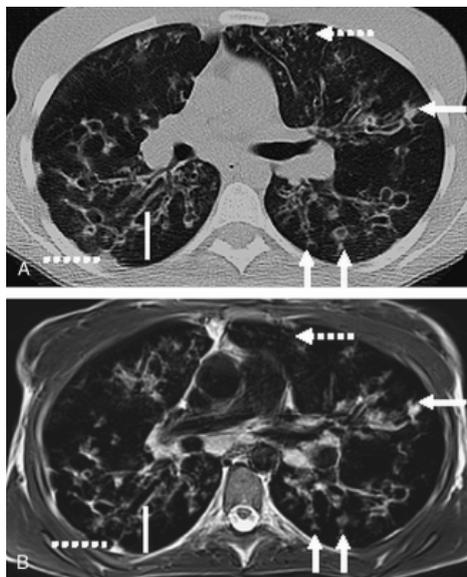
Arquivo de Investigative Radiology, Comparison between magnetic resonance imaging and computed tomography of the lung in patients with cystic fibrosis with regard to clinical, laboratory, and pulmonary functional parameters, 2015. Mostrando TC (A) e de RM (B) de uma paciente do sexo feminino, 20 anos, com FC. Imagem transversal de TC (A) demonstra bronquiectasia ubiqüitária com espessamento da parede peribrônquica, que também é visualizado na sequência ponderada em T2 (B). Obstrução de muco, detectado claramente na TC, pode ser visto distintamente na ressonância magnética, mesmo nas áreas pulmonares periféricas (setas contínuas). No entanto, pequenas bronquiectasias pode ser visualizado apenas na imagem TC, não na imagem RM na periferia pulmonar (setas descontinuas). Os exames de TC e RM mostram afecção pleural no segmento pulmonar direito 6 (linhas descontinuas).
